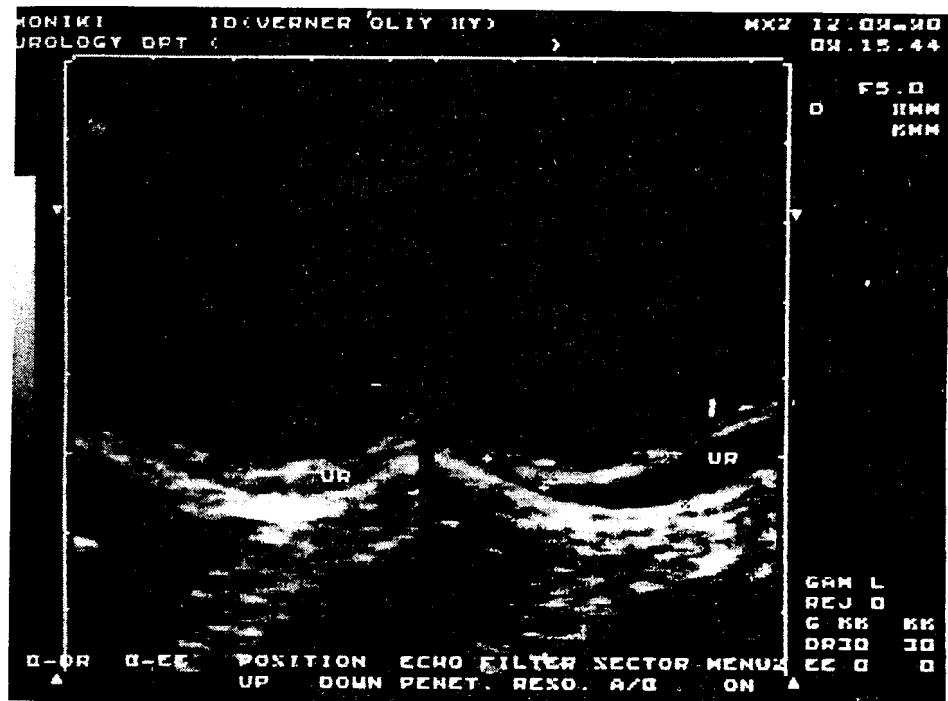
Б-ой В. УЗИ. Нижняя треть левого мочеточника и его интрамуральный отдел расширены. Правый мочеточник нормальный.
